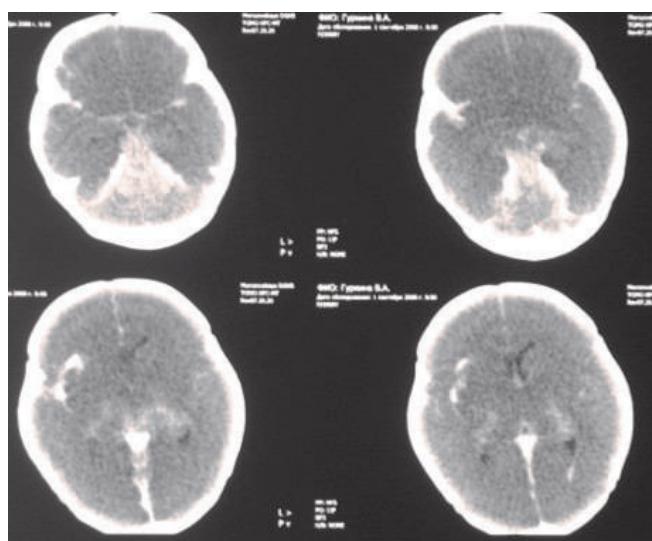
КТ головного мозга ребенка 1 мес.: субарахноидальное кровоизлияние левого полушария.
